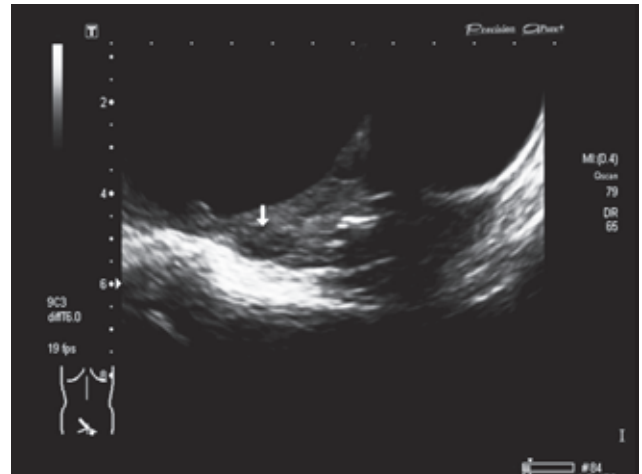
ТВУЗИ с контрастированием прямой кишки: пораженные лимфоузлы в проекции задней стенки малого таза
